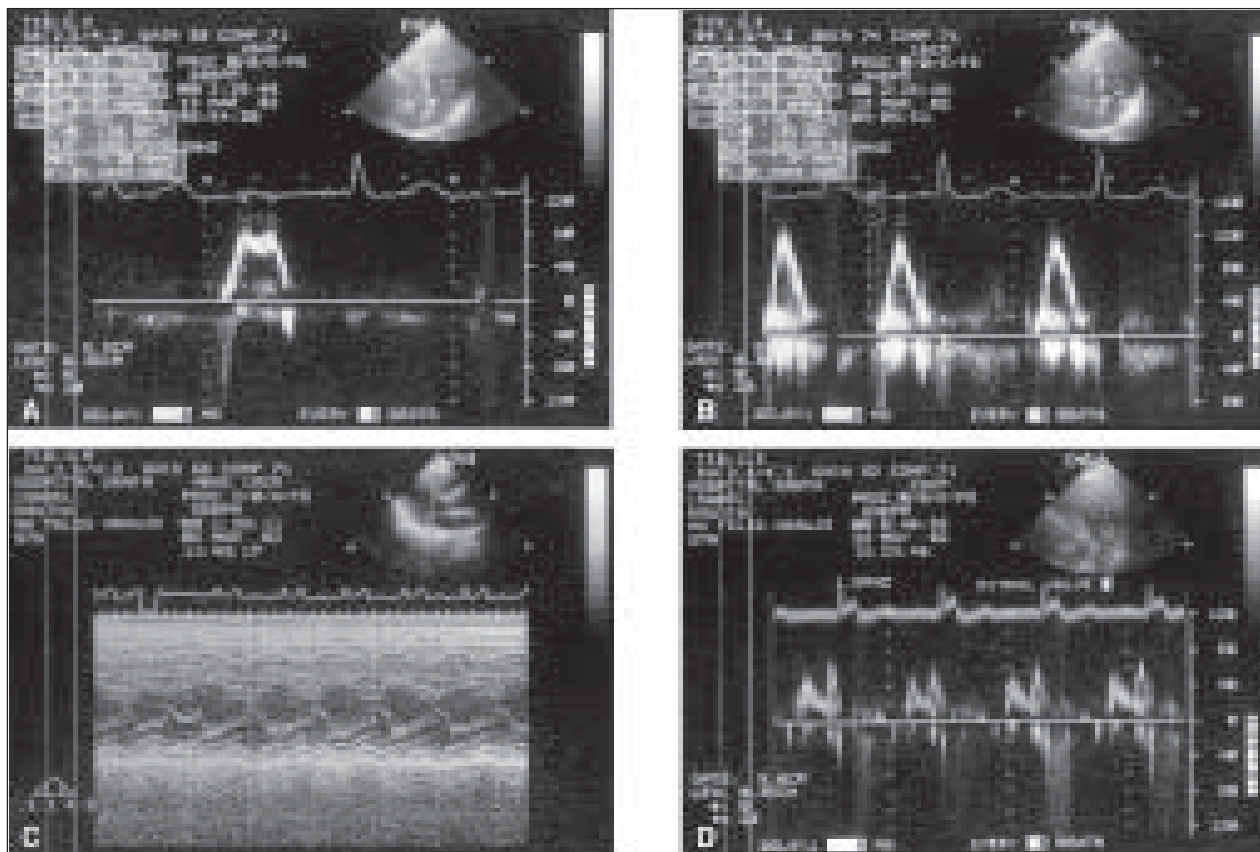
Ecocardiograma.
